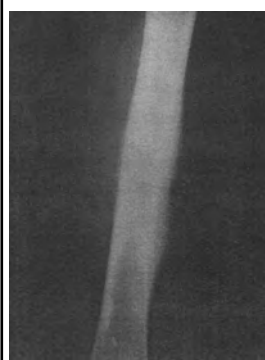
На рентгенограмме больного Ж., 21 г., видно утолщение кортикального слоя бедренной кости на значительном протяжении, контуры его неровные, костная структура с периостальной реакцией, напоминает «луковичный» периостит, костно-мозговой канал сужен. Диагноз: саркома Юинга
